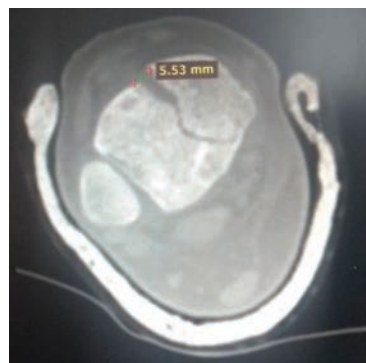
Компьютерная томография, эпифиз левой большеберцовой кости
